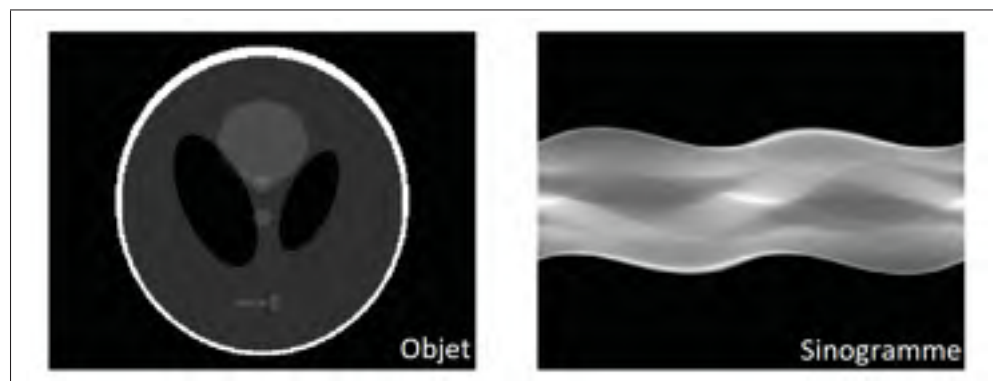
Sinogramme de CT *fan-beam* simulé pour un fantôme Shepp-Logan, générés à l'aide des fonctions *phantom* et *ifanbeam* de *MATLAB*[®]
